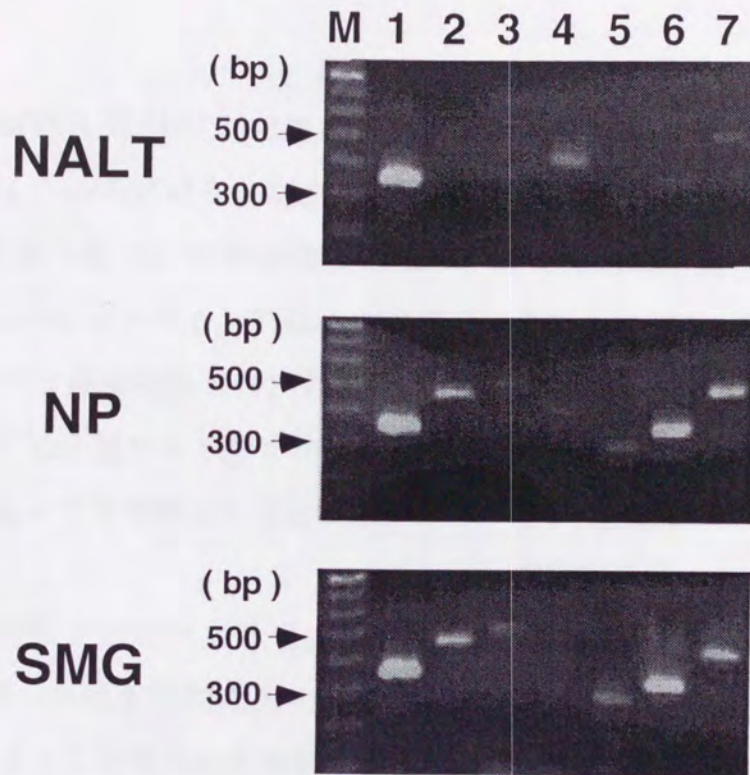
P.gingivalis* 線毛抗原とコレラトキシン(CT)を経鼻免疫したマウスの NALT, 鼻腔粘膜 (NP), 唾液腺(SMG)より分離した抗原特異的 CD4 陽性 T 細胞によって産生された Th1 型(IFN- γ , IL-2)及び Th2 型(IL-4, IL-5, IL-6, IL-10)サイトカイン量の測定
